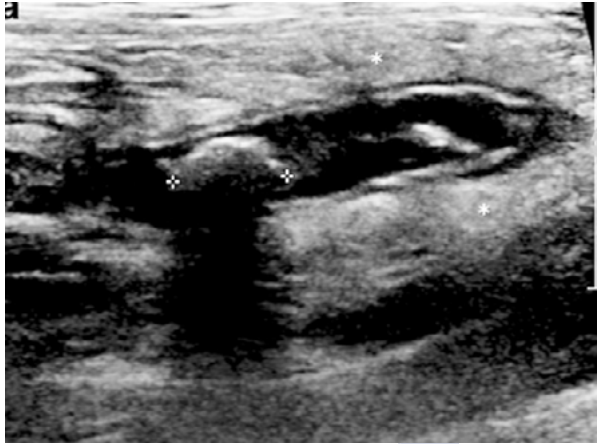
Ecografía de apendicitis aguda simple, que muestra un apéndice agrandado, con apendicolito en su interior (calibradores) e hiperecogenicidad periapendicular (asteriscos). Fuente: Gongidi P., et al., *Pediatr Radiol*, 2017;47(9):1091-100. Reproducida bajo licencia de Springer Nature.
